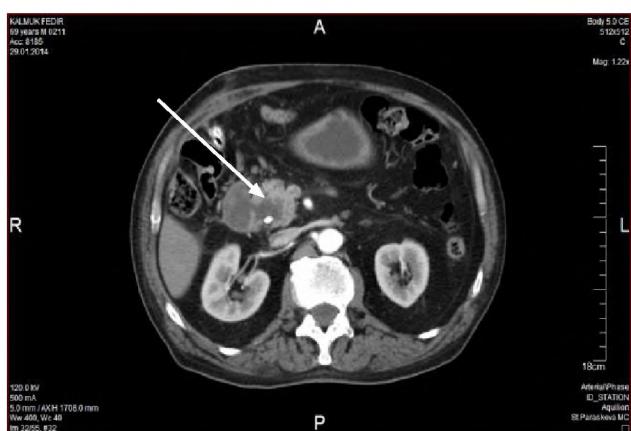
СКТ з контрастируванням – візуалізується парапапілярний дивертикул медіального контуру низхідного відділу ДПК із стентом холедоха.
